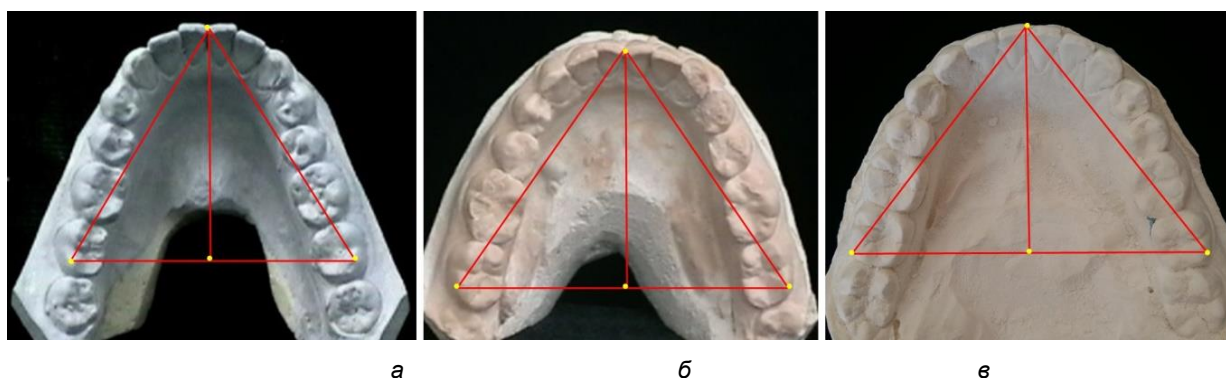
Особенности диагностических треугольников зубных дуг нижней челюсти протрузионного (а), мезотрузионного (б) и ретрузионного (в) типов
